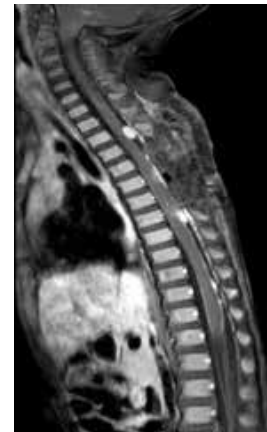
МРТ спинного мозга после удаления опухолевого узла
